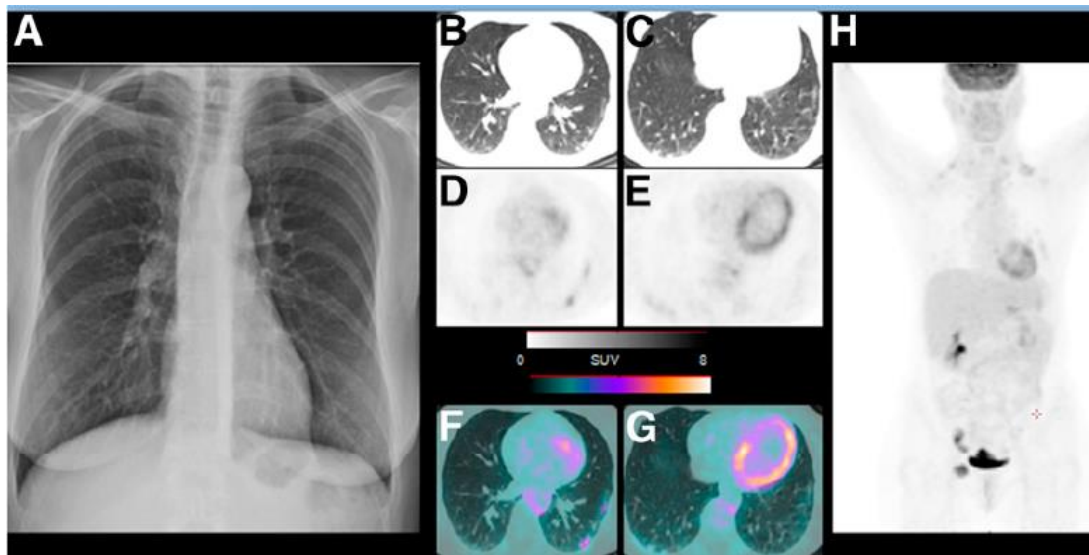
(A) Radiografia do tórax sem achados patológicos. (B – G) Imagens axiais subsequentes de CT (B e C), PET (D e E) e PET-CT (F e G) mostrando áreas de consolidação pleural que são ávidas para o ^{18}F -FDG. (H) Imagem PET corpo inteiro mostrando lesões inguinais hipermetabólicas.⁹⁵
